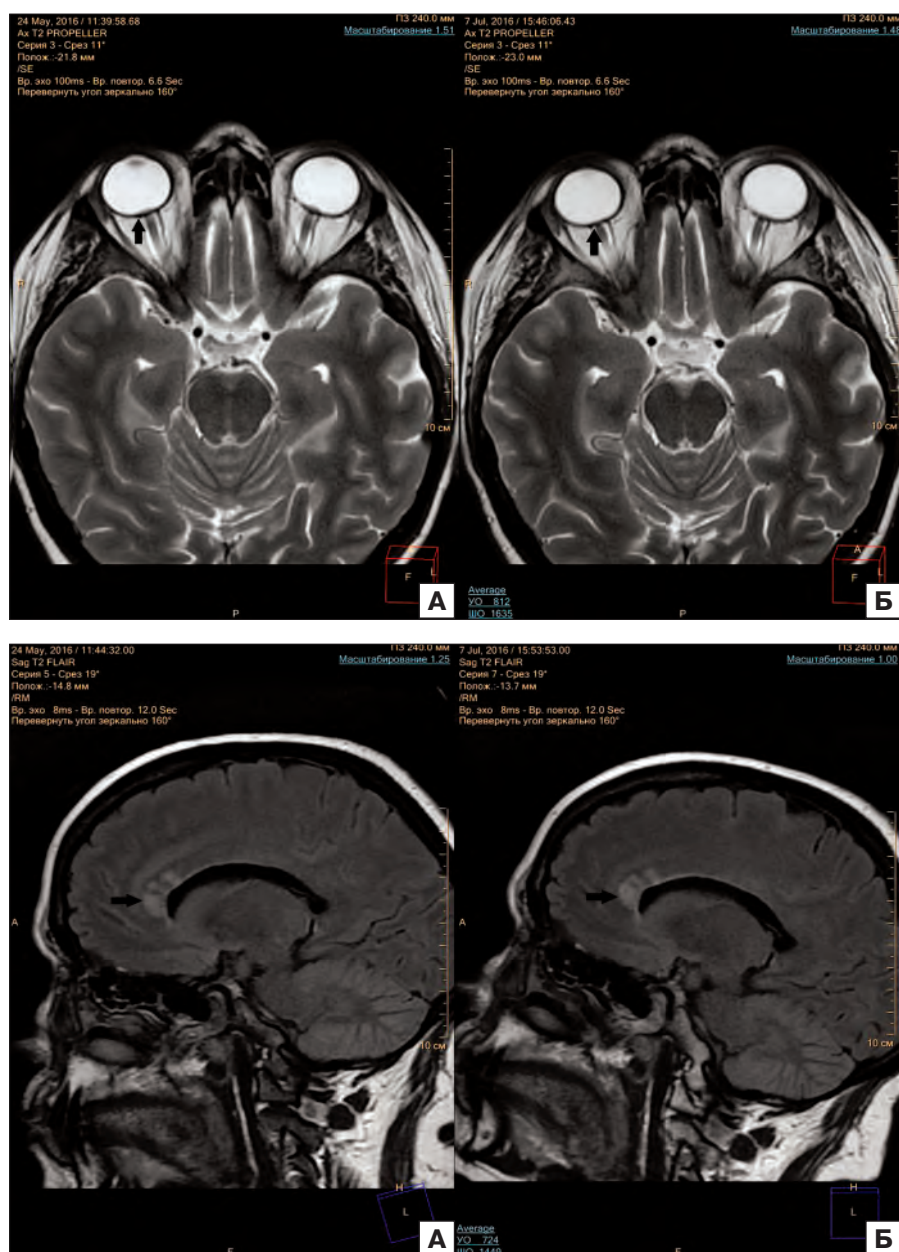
МРТ орбит, аксиальный срез. А — до лечения в полости обоих глаз в зоне проекции ДЗН дополнительное образование (отмечено стрелкой); Б — после первого курса противоопухолевого лечения полная регрессия образования в полости обоих глаз.
